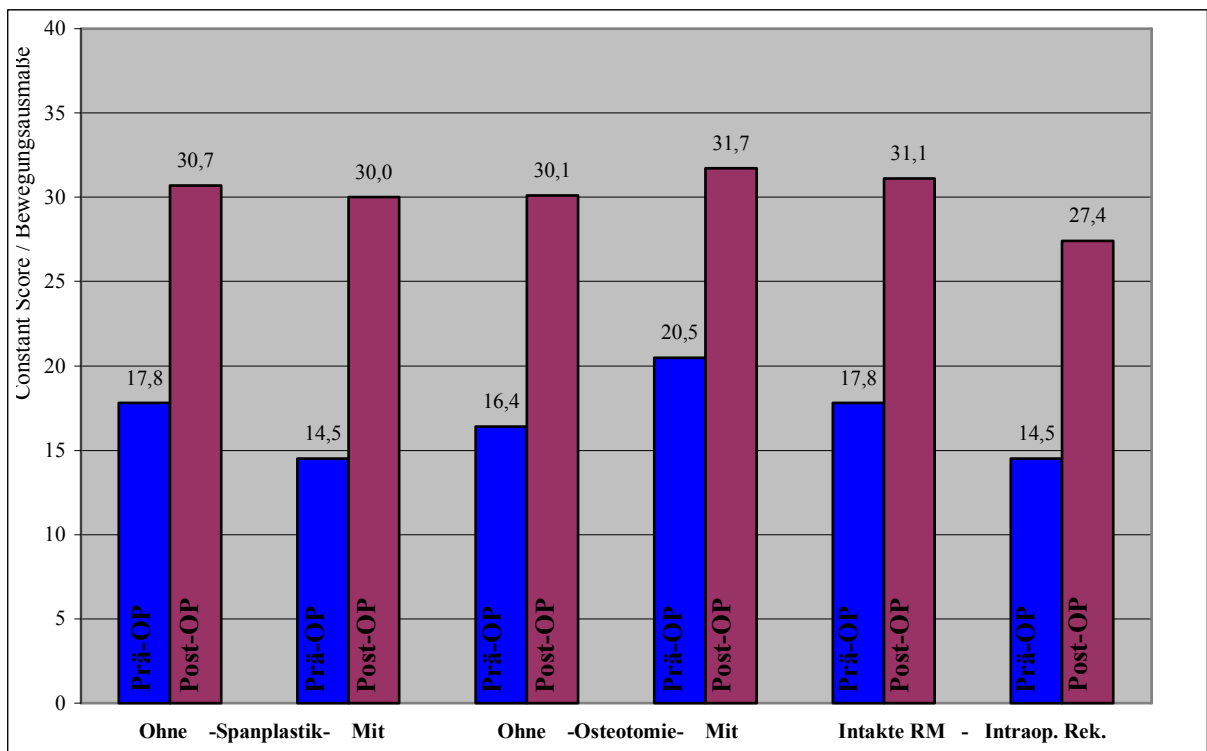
Ergebnisse für die Bewegungsausmaße in Abhängigkeit von Zusatzeingriffen. Links: Patienten ohne und mit (n=11) Spanplastik. Mitte: Patienten ohne und mit (n=14) Glenoidosteotomie. Rechts: Patienten mit intakter Rotatorenmanschette (RM) und mit intraoperativer Rekonstruktion (n=7).
